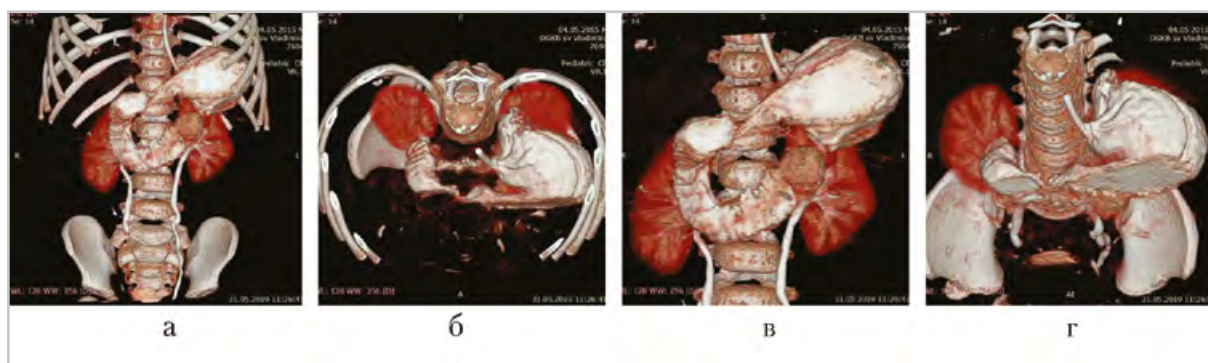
3D-реконструкция изображений верхнего этажа брюшной полости после двойного контрастирования желудка (визуализация желудка и 12-перстной кишки после тугого заполнения раствором рентгеноконтрастного вещества через зонд)
